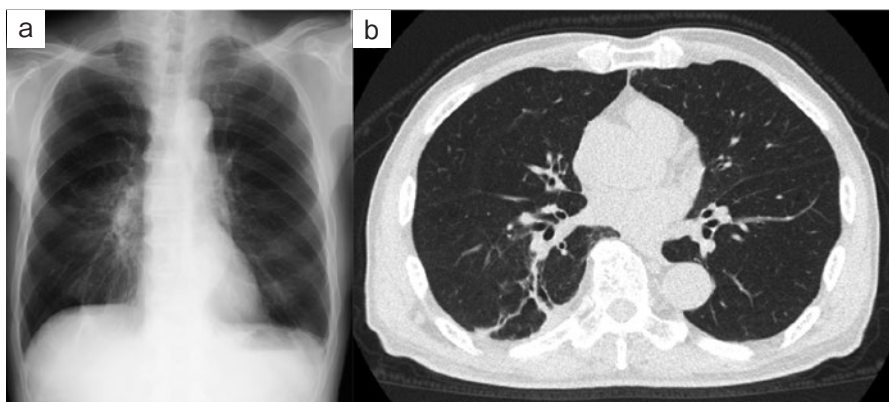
退院2ヶ月後の画像所見. (a) 胸部単純X線写真, (b) 胸部CT. 肺炎像の消退を認めた.
